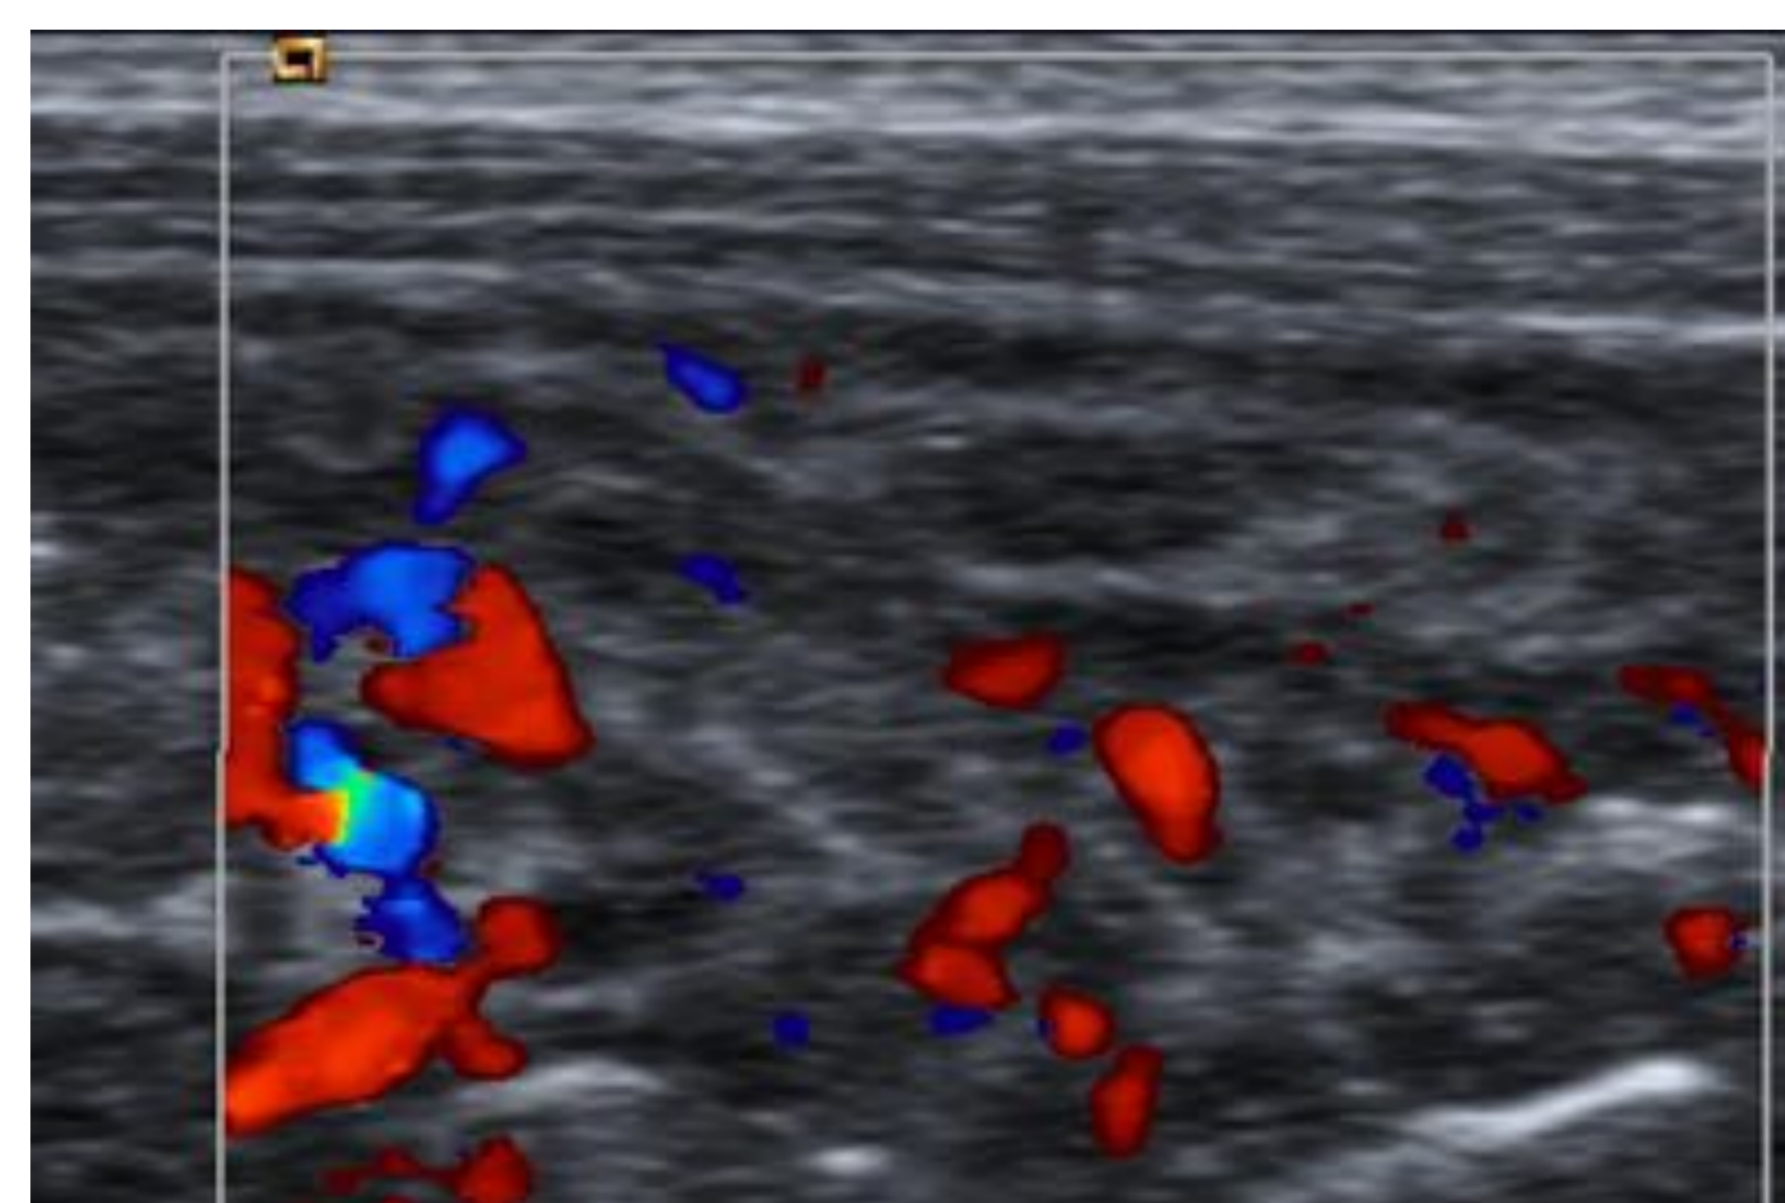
Aspecto ecográfico normal de las asas intestinales con vascularización normal al estudio Doppler.
